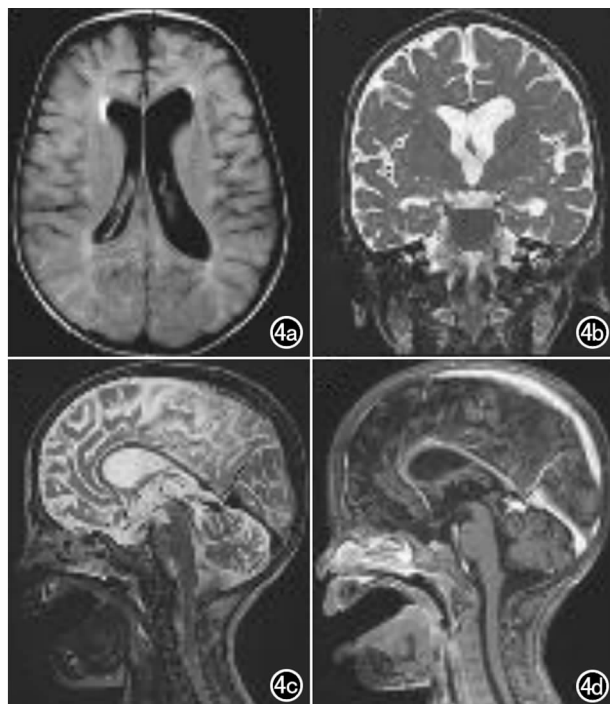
中枢神经系统受累。a) 轴面 FLAIR; b) 冠状面; c) 矢状面 T₂ TSE 序列; d) T₁ MPRAGE 增强扫描,均显示弥漫性分布的脑白质病变,前额和颞部明显脑萎缩,伴脑室系统的 Evacu 扩大、小脑蚓部营养不良及胼胝体发育不全。
